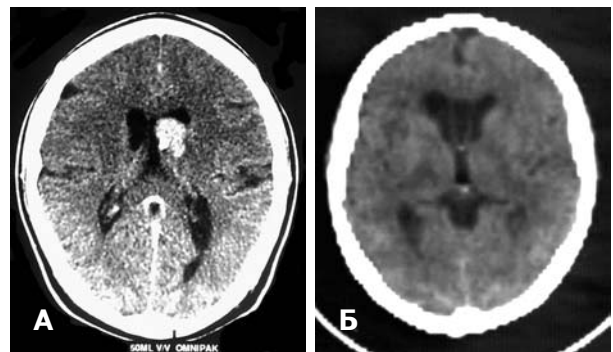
КТ. Анапластическая астроцитомы. А — до операции; Б — после операции.
